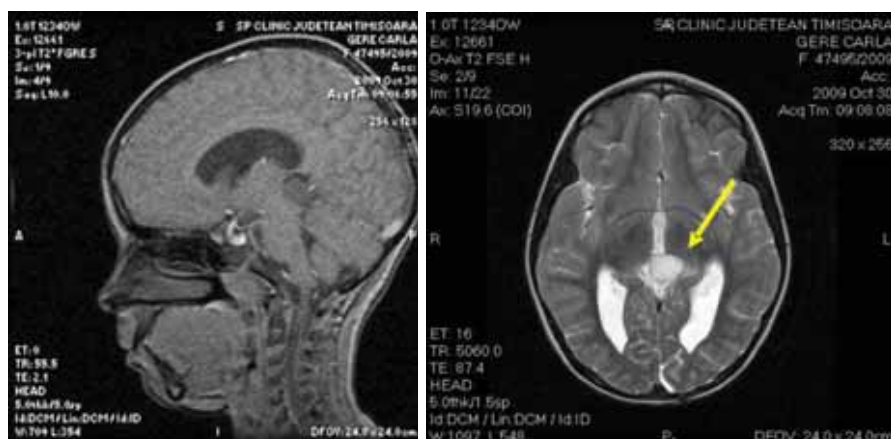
RMN cerebral-aspect postoperator
